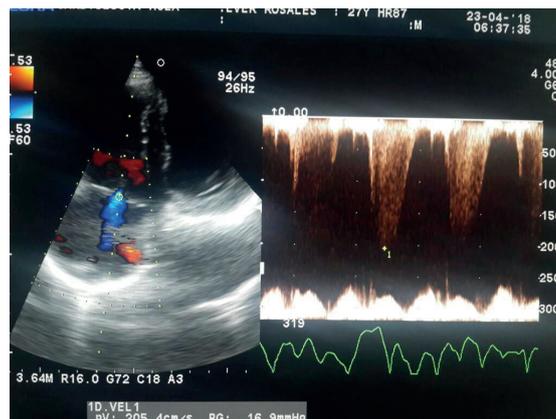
Ecocardiograma Transtorácico realizado al paciente.
